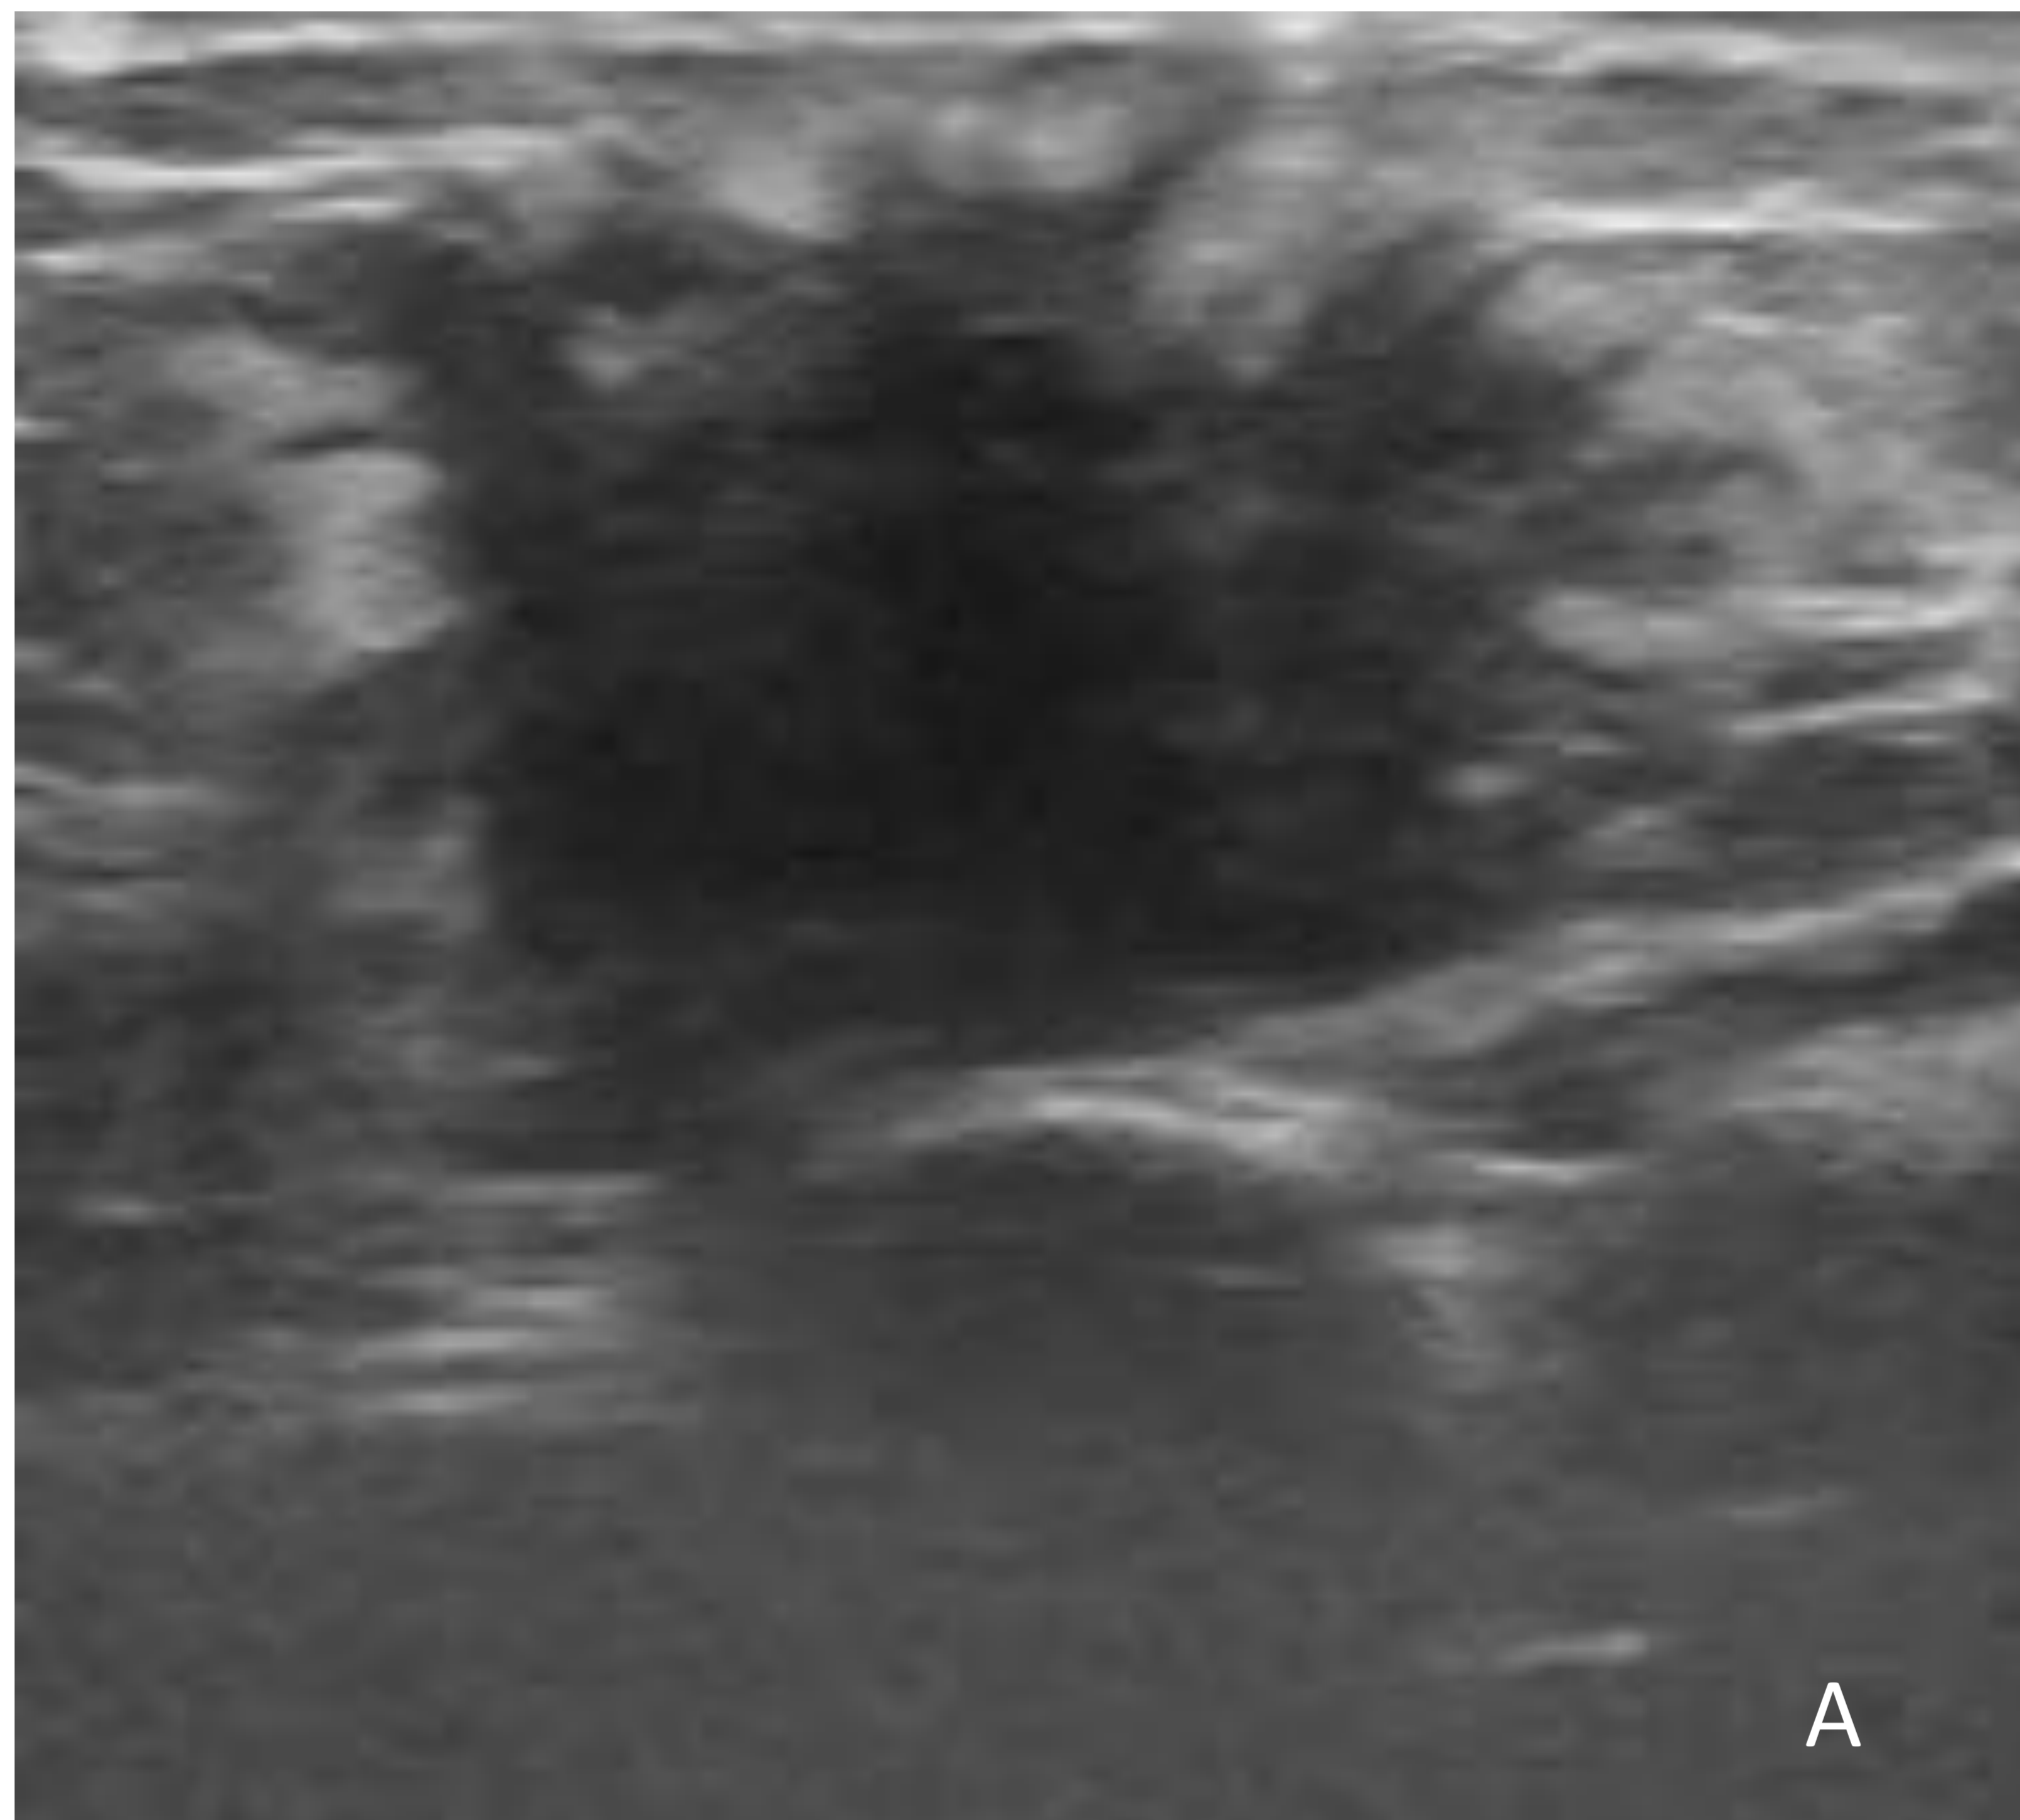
Mujer de 27 años, gestante de 40 semanas. A- Ecografía: Masa irregular espiculada, hipoecoica, en UCCIInf/Mama izquierda. B- Mamografía OML y CC Mama izquierda: Mama heterogéneamente densa, sin hallazgos. BAG: Carcinoma ductal infiltrante, RRHH +, Her-2 +.
